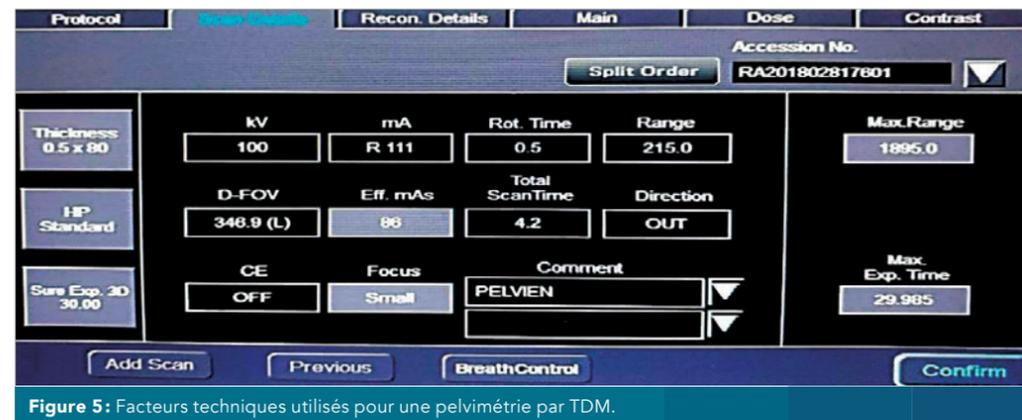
Facteurs techniques utilisés pour une pelvimétrie par TDM.
